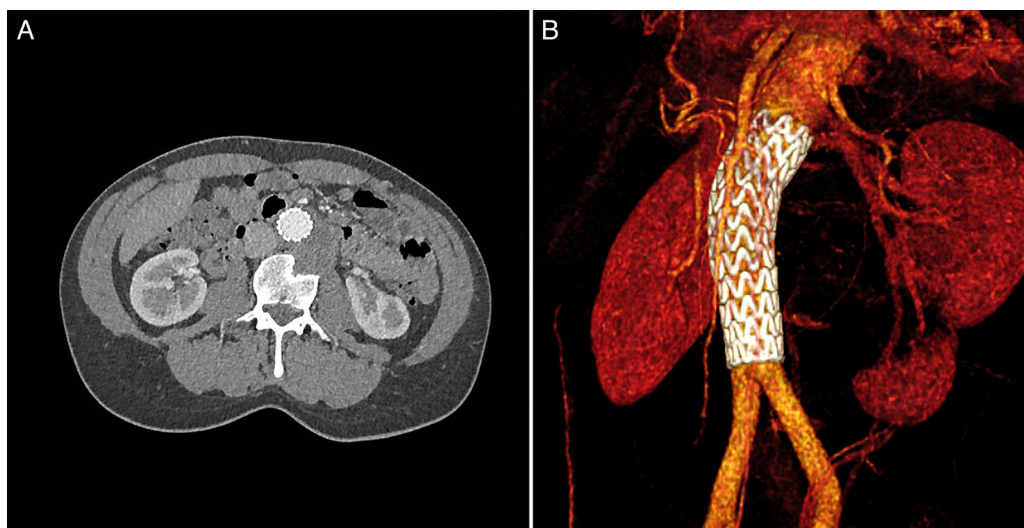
A) Corte axial de angiotomografía de control en la que se confirma la exclusión y trombosis completa del pseudoaneurisma. B) Reconstrucción tridimensional donde se observa endoprótesis (Conformable Gore® TAG®) desde renales hasta la bifurcación aórtica, con exclusión del pseudoaneurisma.
